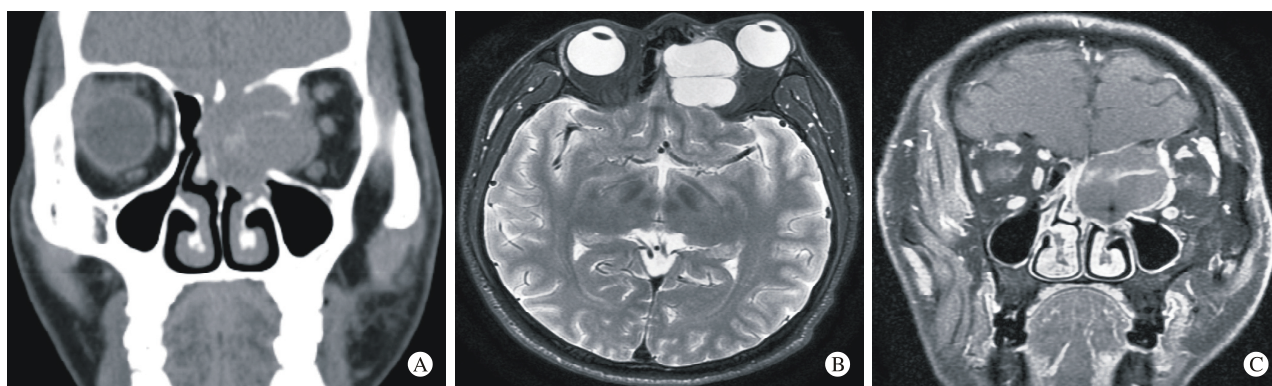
38 岁男性左侧筛窦黏液囊肿患者鼻窦冠状位 CT 和鼻窦增强 MRI 扫描
